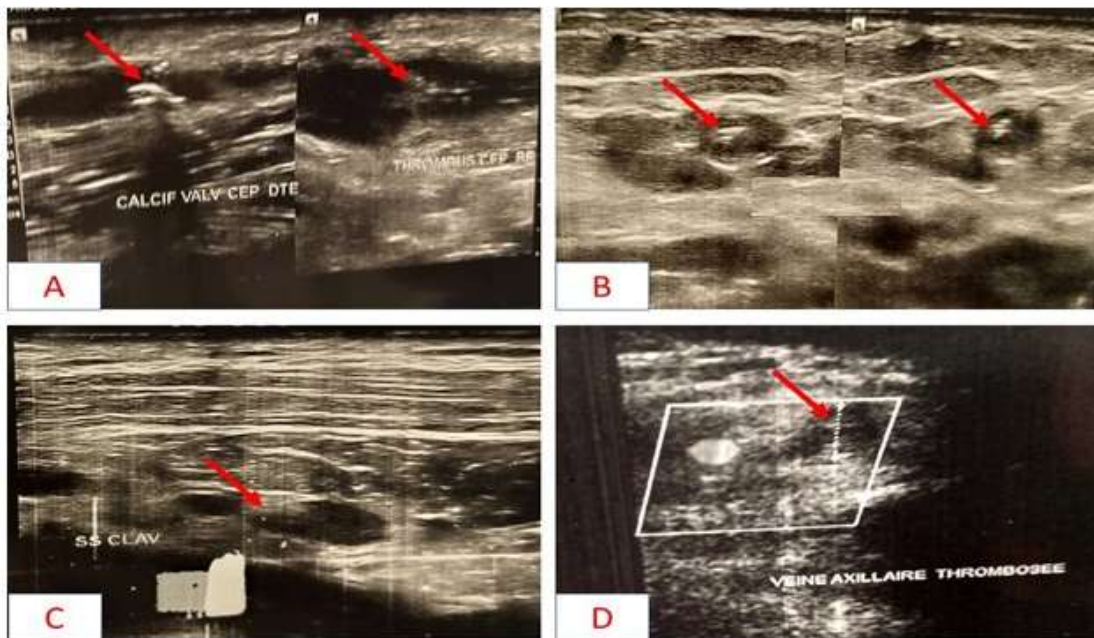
Echodoppler veineux du membre supérieur gauche montrant une thrombose veineuse étendue des veines brachiales céphalique et basilique à la veine subclavière
